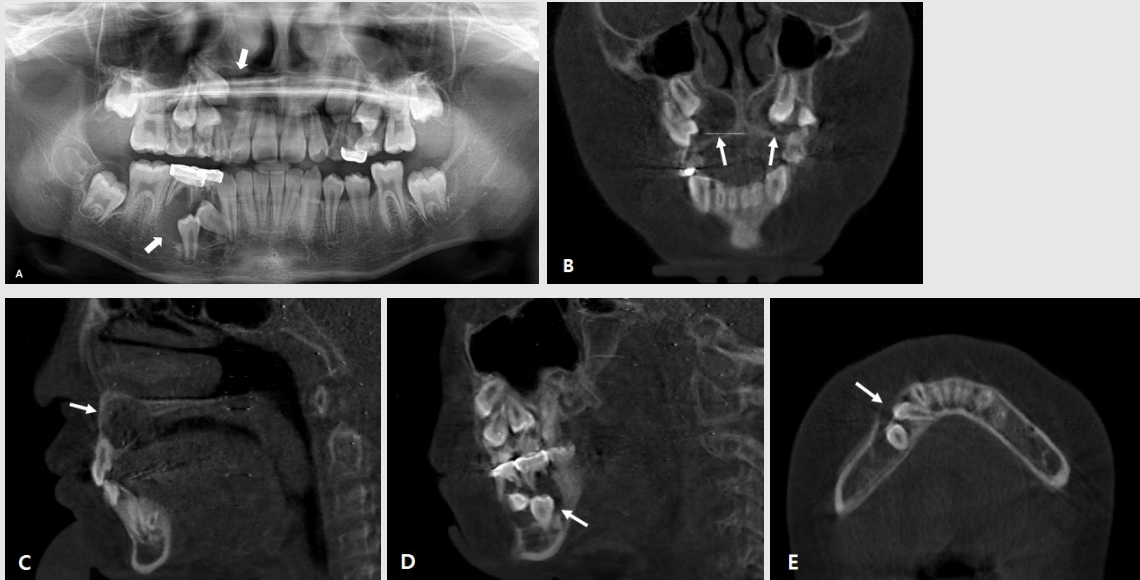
Initial radiographs (A: panoramic view, B-D: computed tomography(CT) view) show cystic lesions (white arrow) including the crown of the right maxillary canine and right mandibular first, second premolar.
